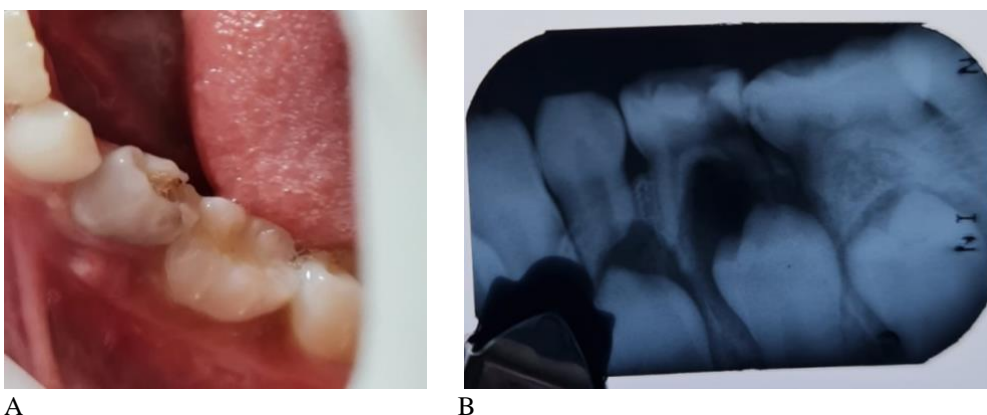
A: dente com fístula e mobilidade; B: radiografia periapical.
